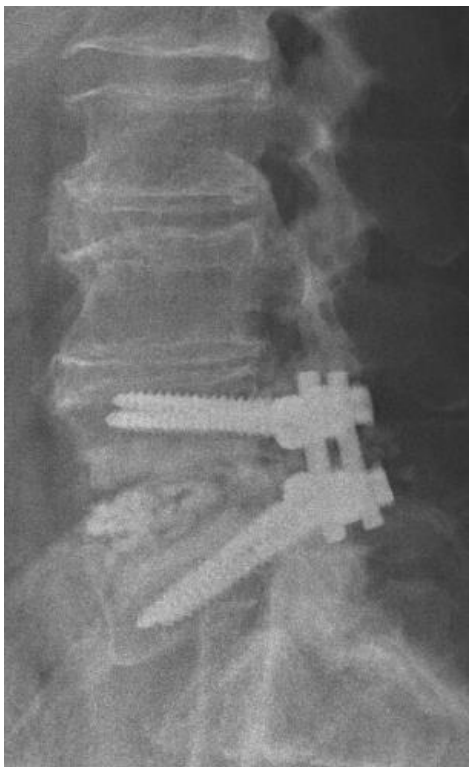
Muž, věk 60 let, přední spondylodiscitis L4-5 a. předoperační sagitální T2 MRI bederní páteře, b. předozadní RTG projekce bederní páteře pooperačně: monosegmentální transpedikulární instrumentace, miniTLIF, autologní spongioplastika, OSTEOSSET, c. bočná RTG projekce bederní páteře pooperačně.
